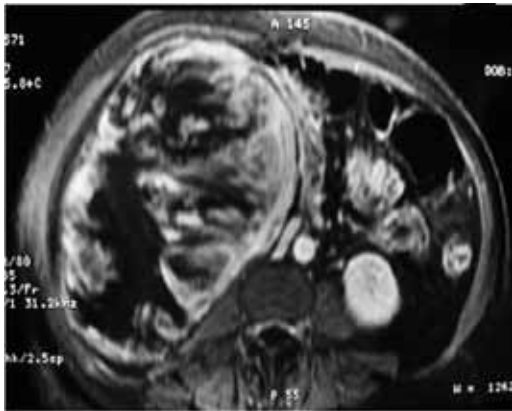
Angiorresonancia: masa sólida heterogénea, con áreas de necrosis y con escasa captación de contraste, sin afectación de grandes vasos con áreas de necrosis y con escasa captación de contraste, sin afectación de grandes vasos.
